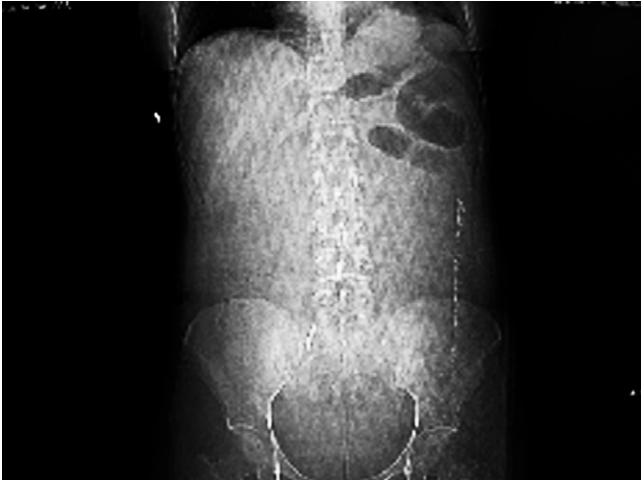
Radiografía de abdomen de pies que muestra dilatación de asas de intestino delgado en el cuadrante superior izquierdo, no hay neumoperitoneo ni líquido libre en cavidad.
